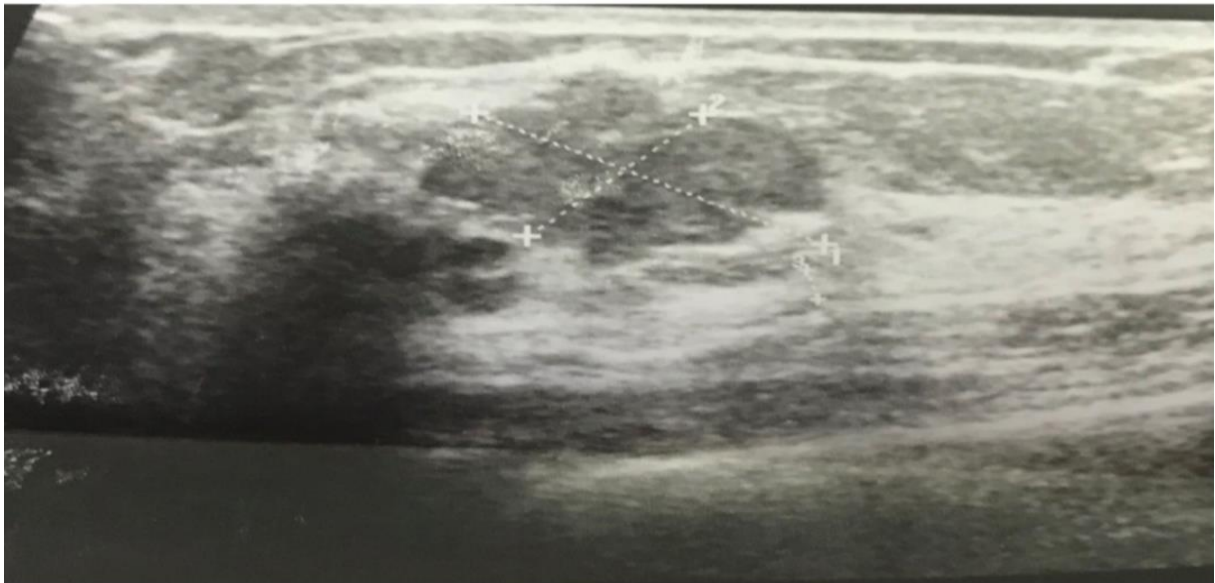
Cliché d'échographie mammaire du sein droit : Formation nodulaire ovulaire, de contours circonscrits macro et microlobulés, très hypoéchogène homogène, entouré par un halot hyperéchogène.
